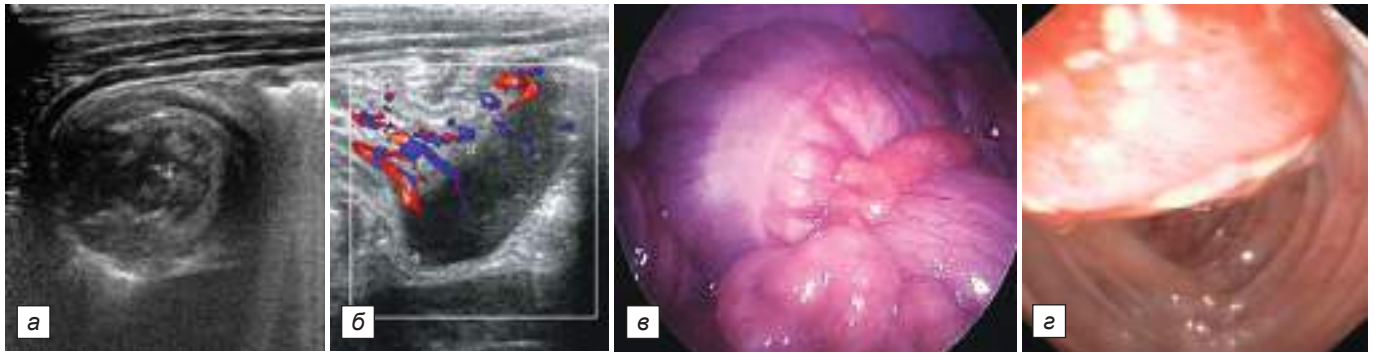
Рецидивирующая ИЦИ на фоне лимфомы Беркитта: *а* – УЗИ: симптом «мишени» с объёмным образованием в центре; *б* – УЗИ с ЦДК: внутри просветное объёмное образование с кровотоком; *в* – лапароскопия: илеоцекальный угол после дезинвагинации; *г* – колоноскопия: объёмное образование в куполе слепой кишки.
